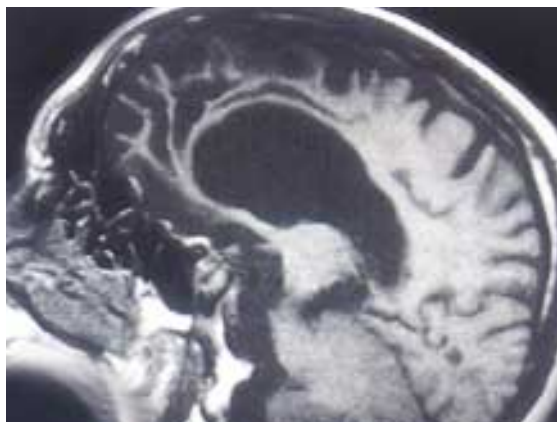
Atròfia frontal selectiva. Imatge de ressonància magnètica i de SPECT, que mostra un predomini clar de les lesions en les parts anteriors del cervell. Reproduït de R. Blesa: «Enfermedad de Alzheimer y demencias relacionadas», © Themis Pharma S.L. Barcelona.
